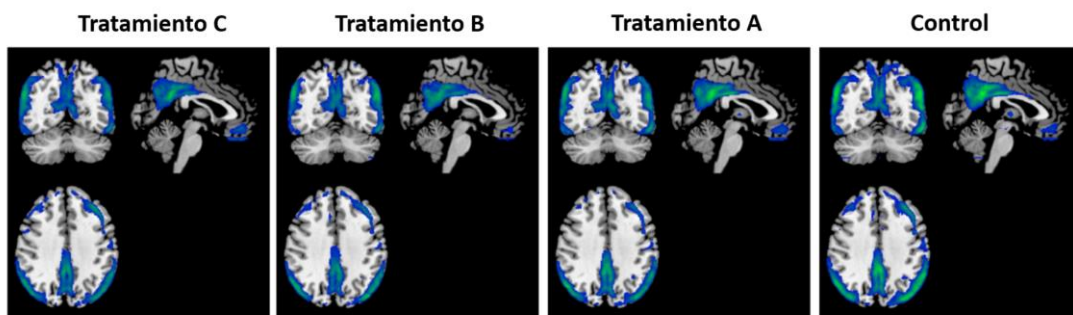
Triangulación con la imagen defecto promedio superpuesta sobre una RM genérica para cada uno de los grupos de tratamiento en M0, para el subgrupo de pacientes *EAm*.
